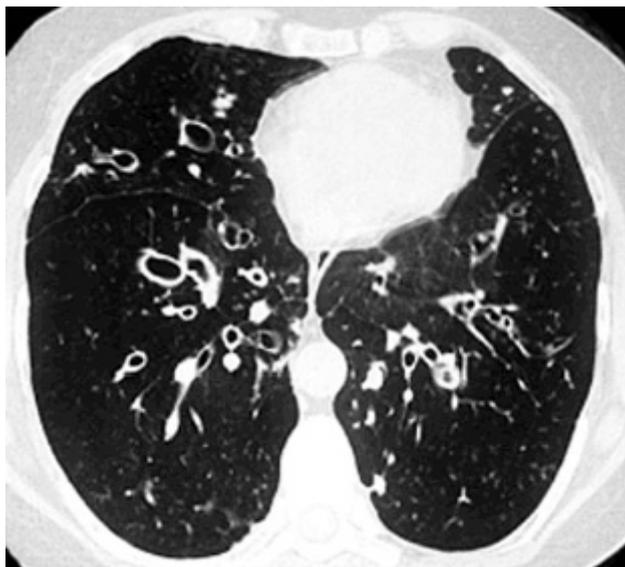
Tomografía axial computarizada de tórax.
